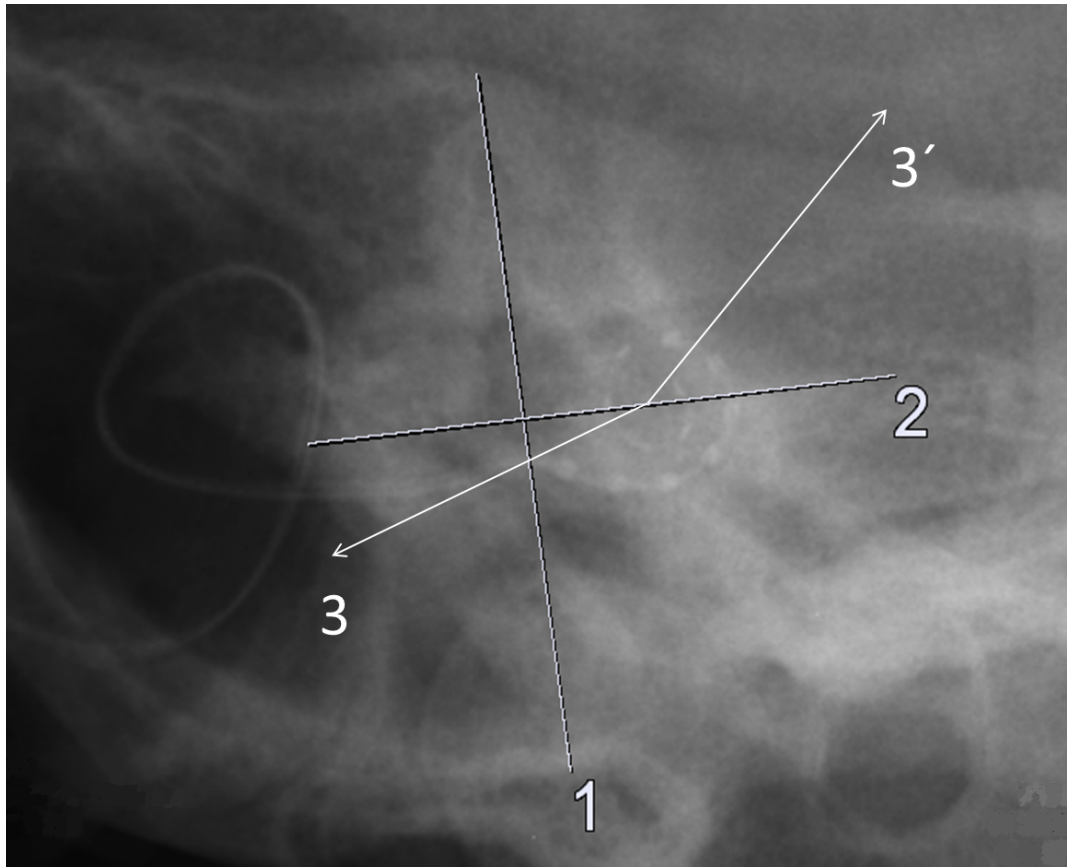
Postoperative Röntgen-Aufnahme nach Stenvers
